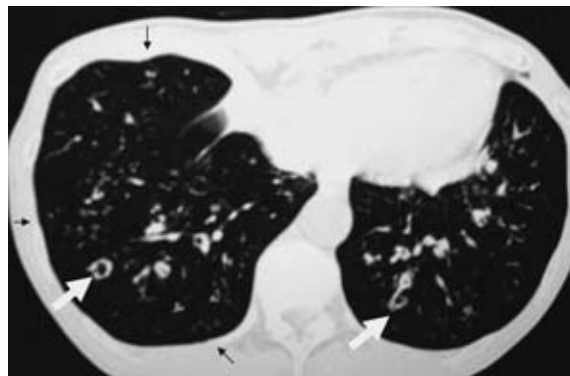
Chest CT on the second admission showing centrilobular nodules (black arrow) and bronchiectasis (white arrow).
